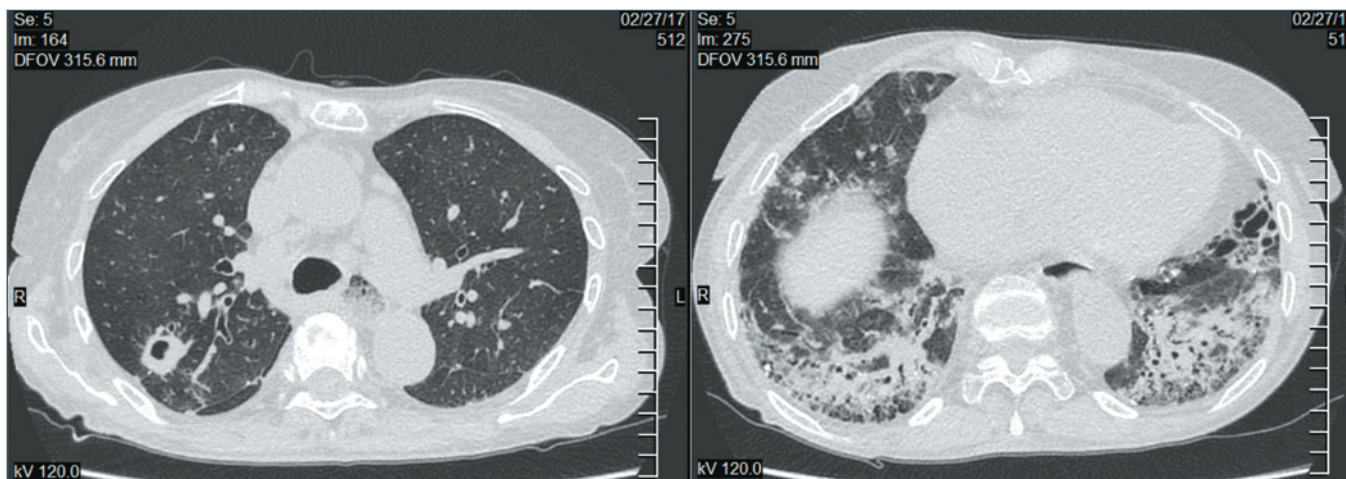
Микобактериоз, вызванный *M. kansasii* (в верхней доле правого легкого) на фоне системной склеродермии (с фиброзом базальных отделов с формированием сотового легкого). КТ органов грудной клетки
